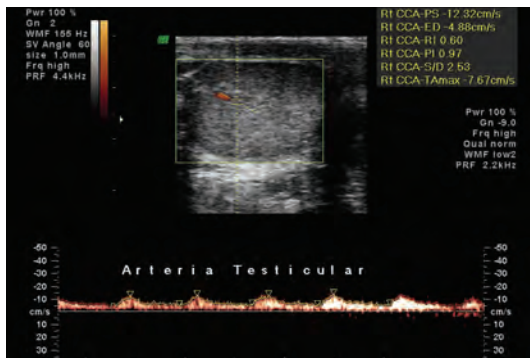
e 96 – O efeito *Power Doppler* pondo em evidência a vascularização testicular, em corte longitudinal (95) e transversal (96).
